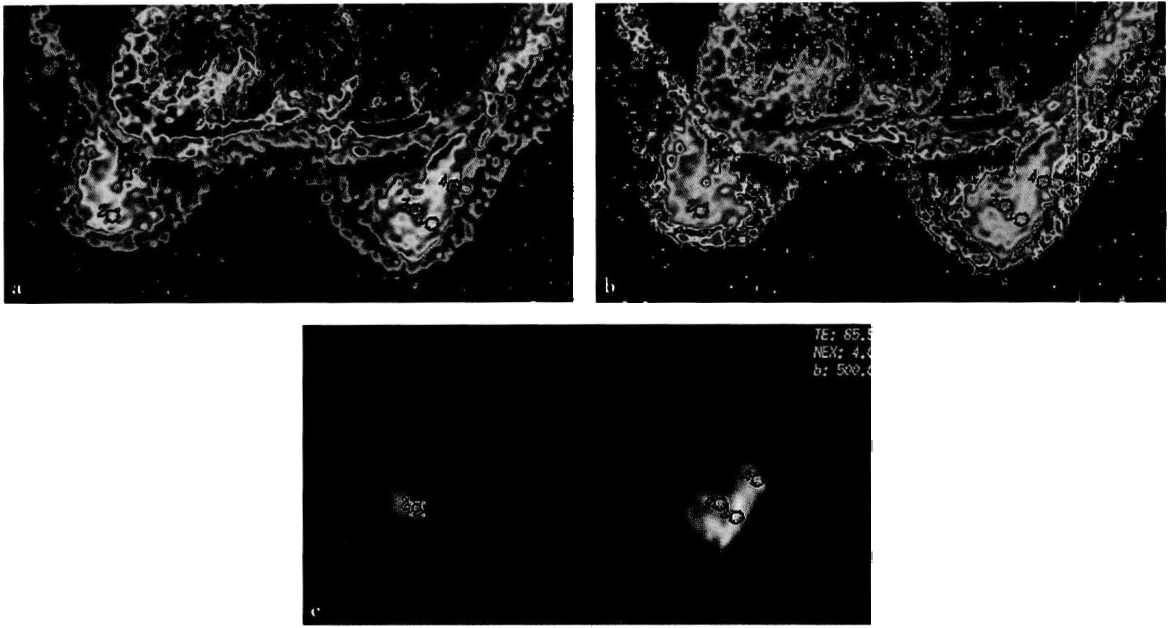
正常腺体型乳腺的 ADC、eADC、DWI 图
